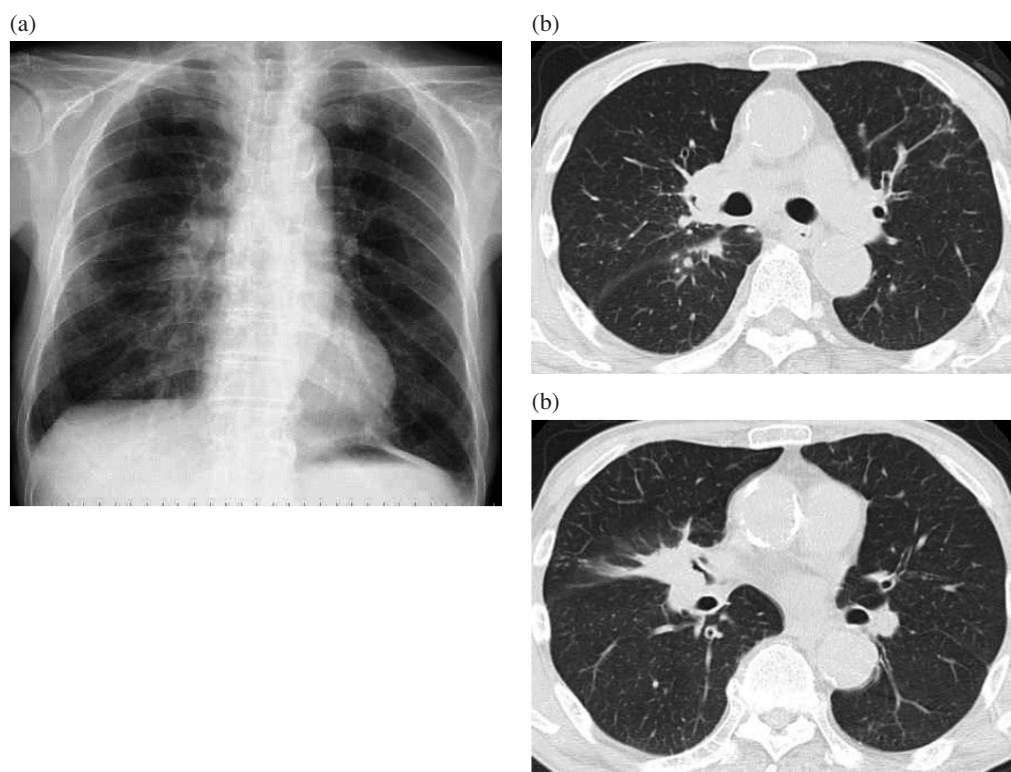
(a) Chest X-ray on admission. (b, c) Chest computed tomography images on admission.
